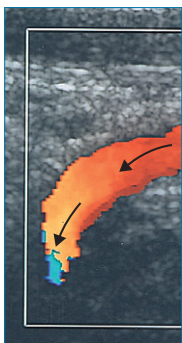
Aufnahme einer A. carotis interna an der Stelle, an der sie in die Tiefe des Halses hinabzieht. Wenn sich der Arterienverlauf relativ zum Dopplerstrahl (Pfeil) ändert, ändert sich auch die detektierte relative Strömungsgeschwindigkeit (Dopplerfrequenz). Trotz unveränderter Blutflussgeschwindigkeit kommt es zum Farbumschlag.
